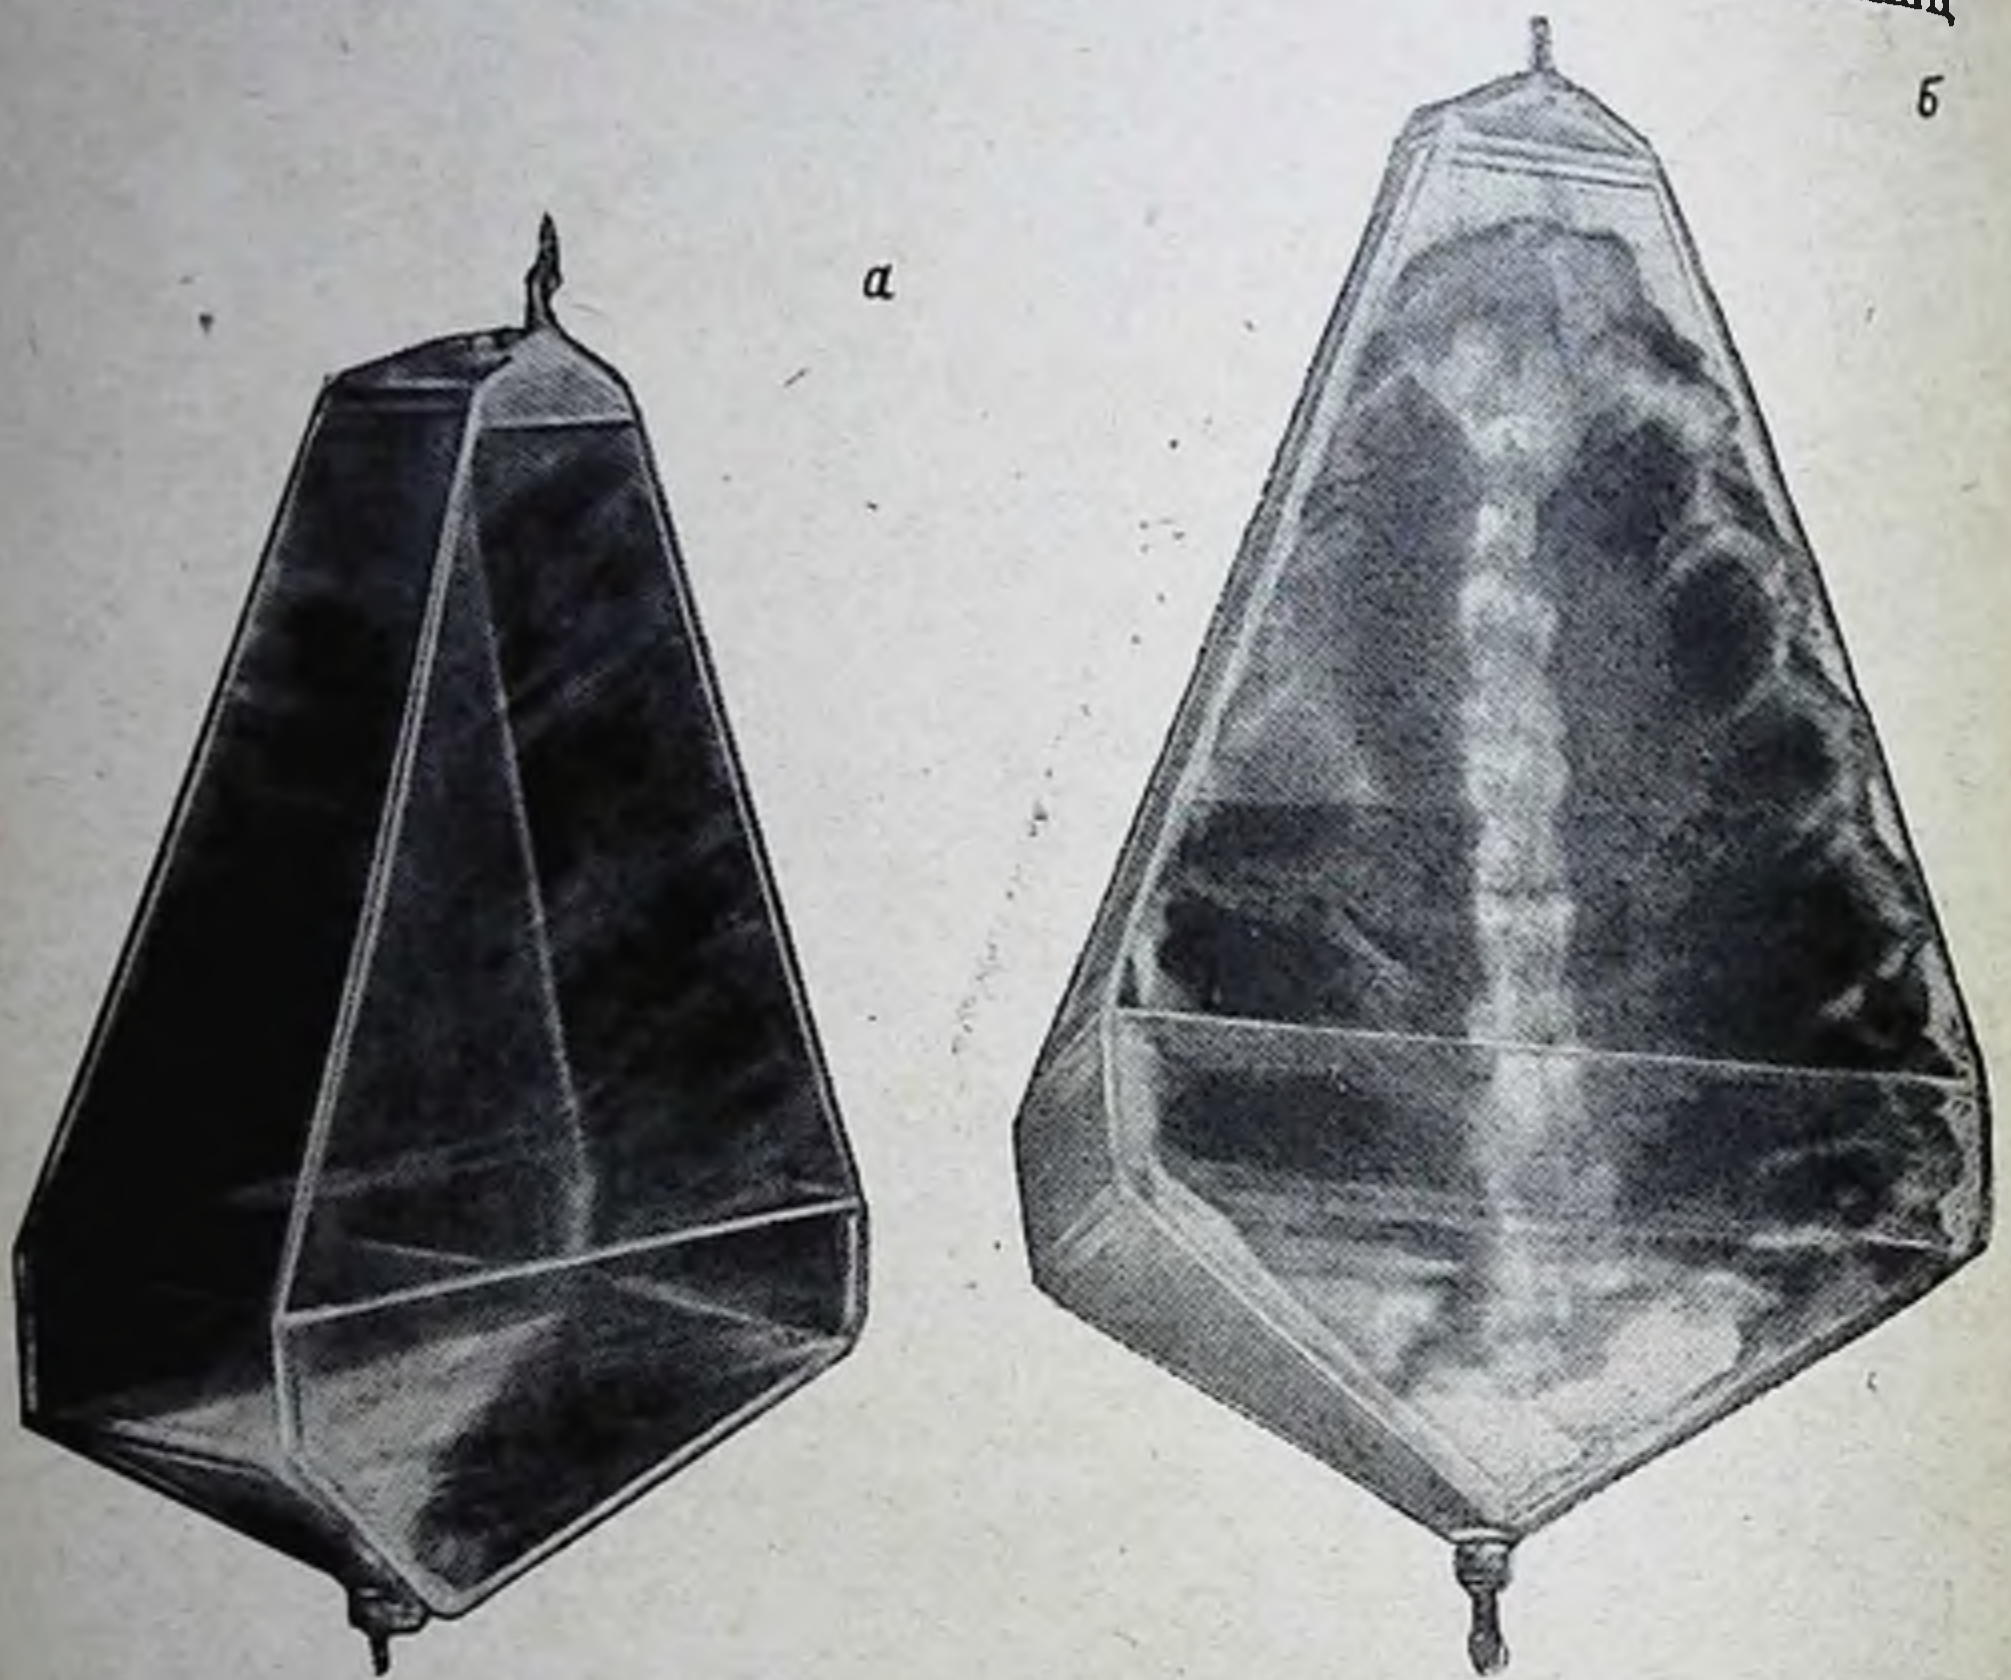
Камера для перфузии изолированной грудины.
